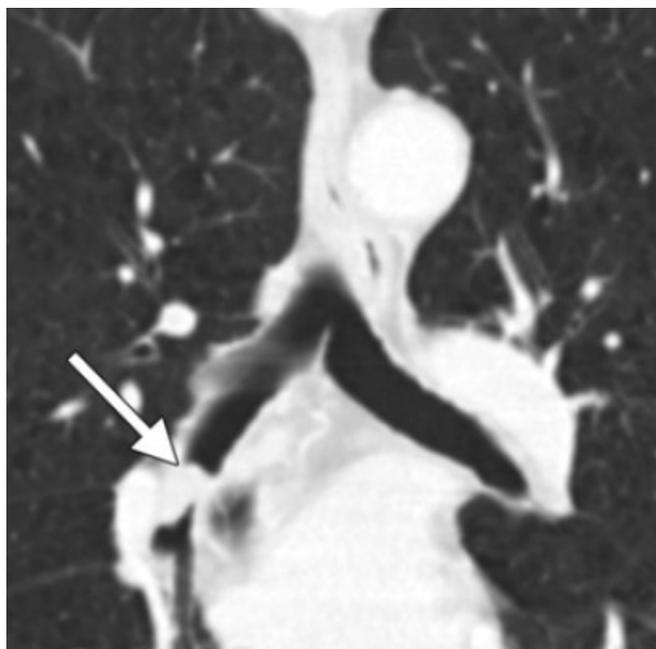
Tomografía computada. La flecha indica una neoplasia en mediastino.
